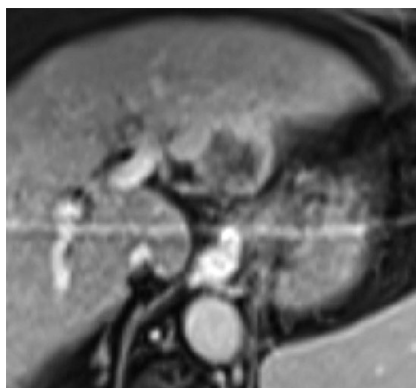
Опухолевый узел в S2–3 печени по данным МРТ после курса СРТ.
